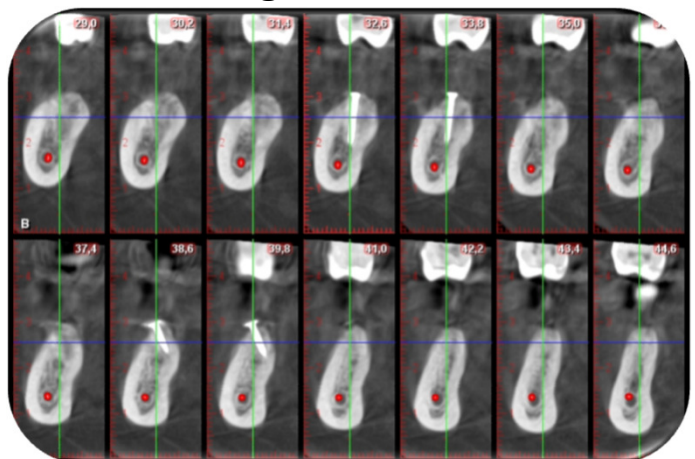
TC dental-scan: confronto delle sezioni prima della chirurgia e a 9 mesi, al momento del rientro implantare. Si rileva un incremento osseo verticale di 5-6mm.
